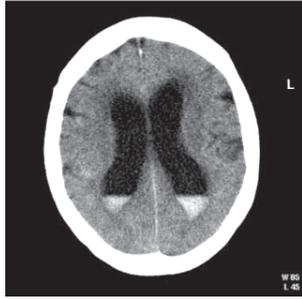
КТ-изображения САК с прорывом в желудочковую систему.
